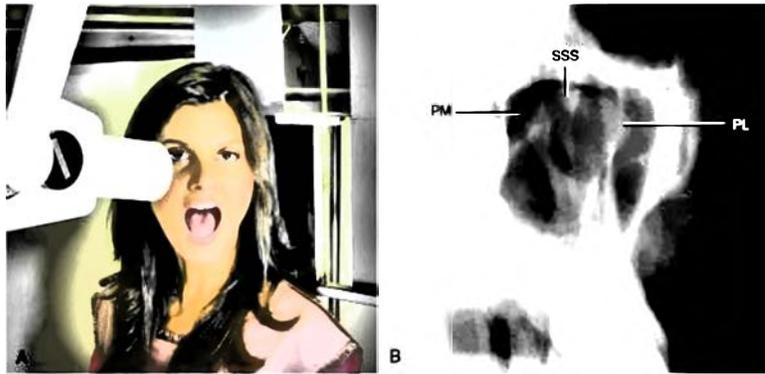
Radiografía transmaxilar anteroposterior (AP). A) posición de la paciente para la representación de la ATM izquierda. B) imagen propia del cóndilo. En esta proyección es posible observar con facilidad los polos mediales (PM) y lateral (PL), junto con las superficies subarticulares superiores (SSS)<sup>5</sup>.
